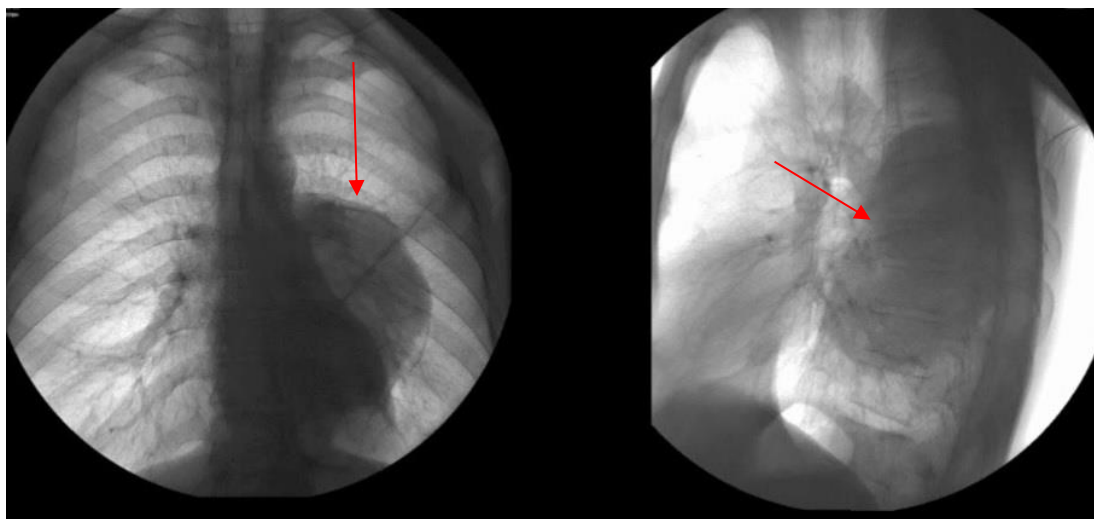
Рентгенография.
